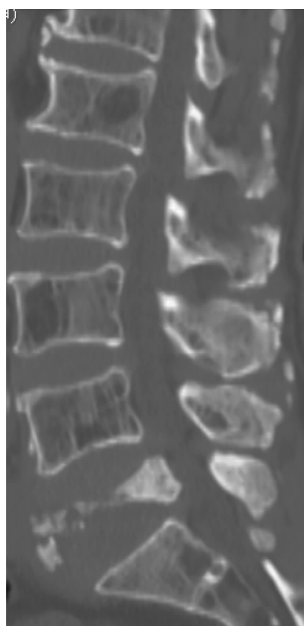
Multiple myeloma of lumbar vertebra, sagittal plane of CT, multiple patchy osseous bone destruction
